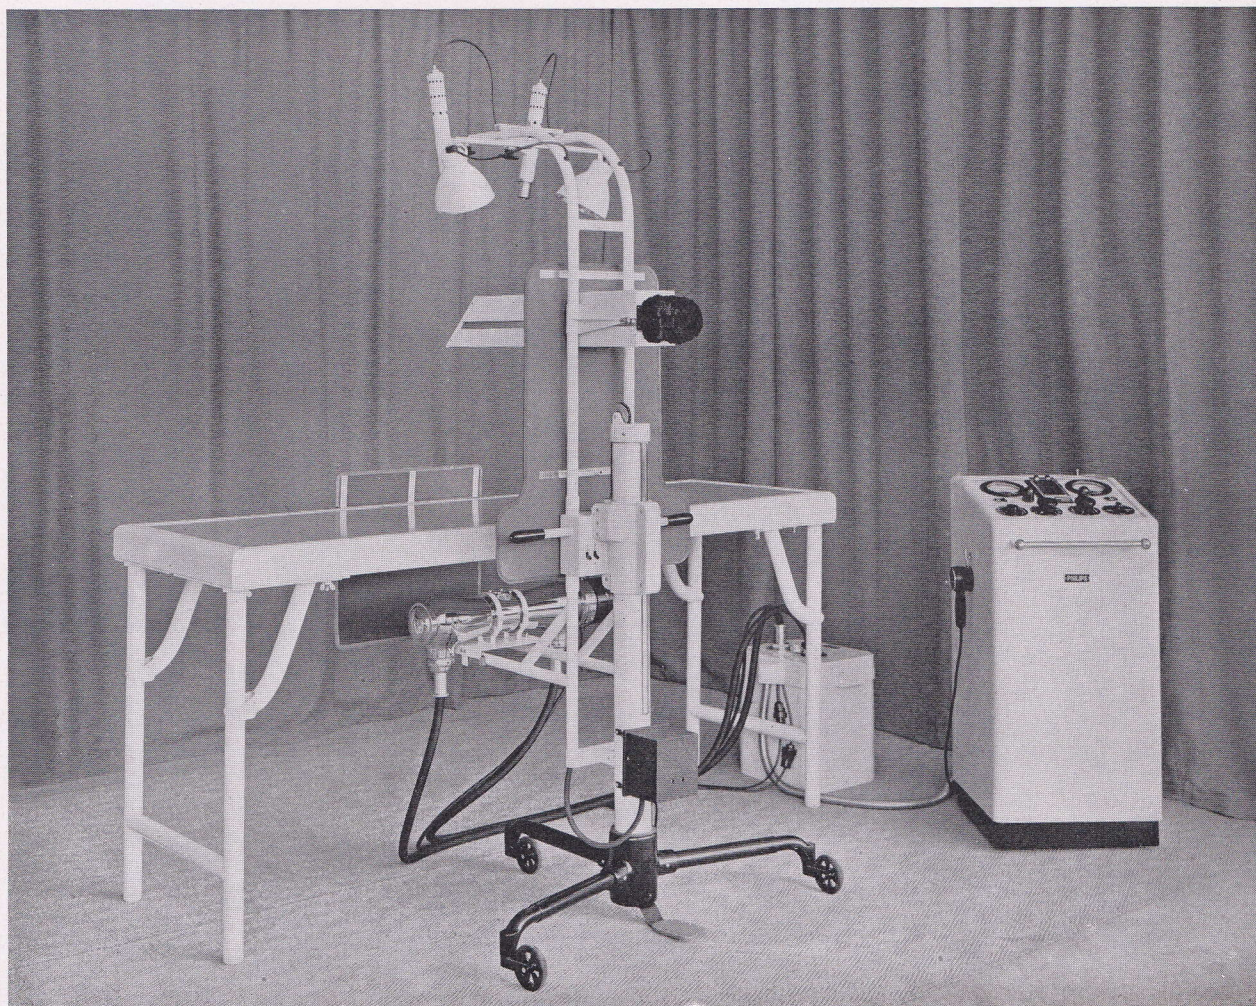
Volledige opstelling voor het localiseeren van projectielen. In het midden de kogelzoeker naast een operatietafel. Rechts de bedieningslessenaar voor de röntgenbuis.
